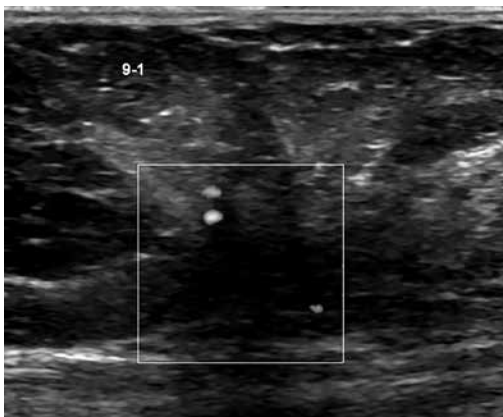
Ecografía. Plano longitudinal. Masa hipoeoica, de bordes no circunscritos indistintos, la cual presenta sombra acústica posterior.
